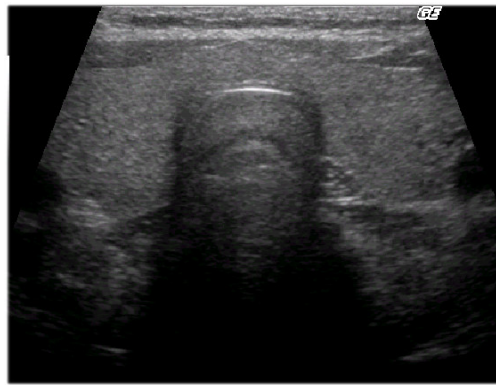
Ecografia di una tiroide "normale"
